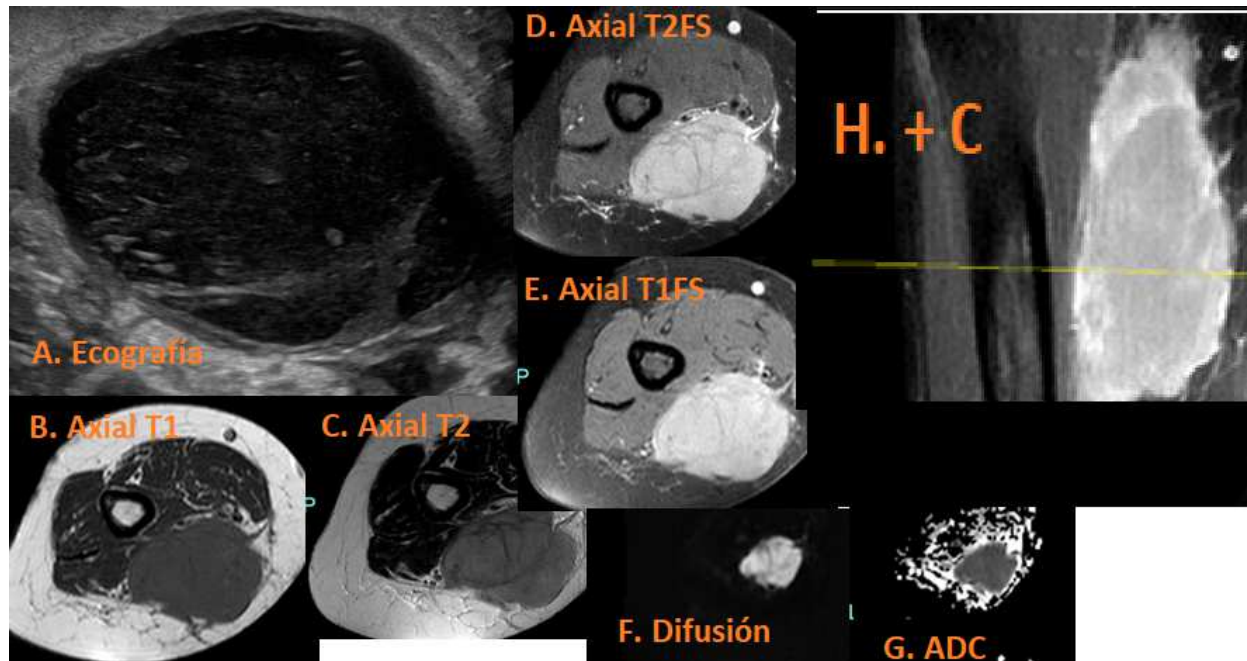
Tercio distal brazo de localización subcutánea y subyacente a la fascia, tumoración polilobulada bien definida, desplaza estructuras sin clara infiltración. A. Ecografía: lesión sólida hipoeoica polilobulada de bordes bien definidos con algunos ecos en su interior. B. Axial T1 isointensa en tejido celular subcutáneo. C. Axial T2 levemente hiperintensa. D. Axial FS hiperintensa. E. Axial T1FS hiperintensa. F y G. Restringe marcado en difusión. H. Realce heterogéneo con contraste.
